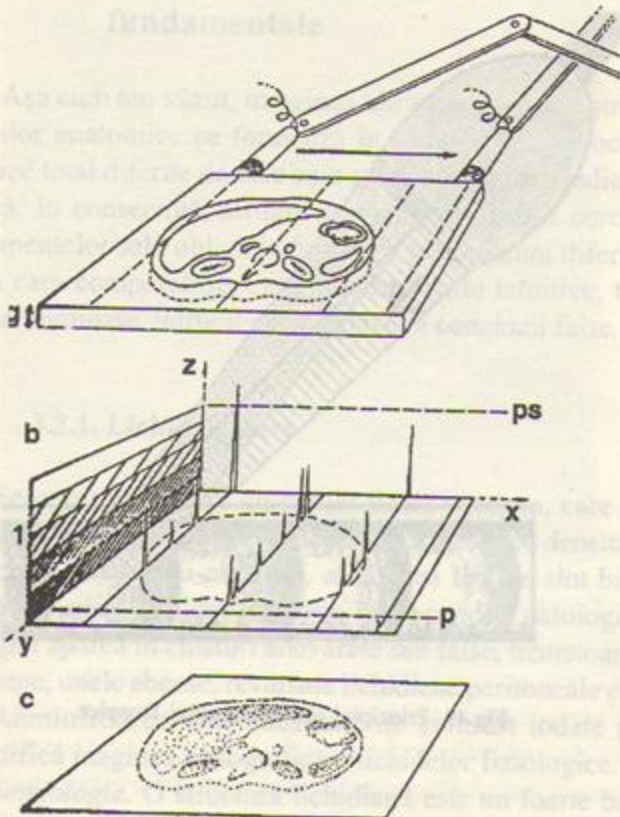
Principiul modului B. a. Baleiaj manual într-un plan, sonda fiind menținută de un pantograf. Grosimea  $g$  a planului de secțiune depinde de diametrul fascicului. b. Tratarea informațiilor obținute. Pe axul X, poziția sondei, dată de pantograf; pe axul Z, intensitatea ecourilor succesive, provenind din aceeași poziție a sondei; pe axul Y, poziția ecourilor în raport cu sonda. Fiecărui ecou  $i$  se atribuie, în funcție de amplitudinea lui (axul Z), o intensitate luminoasă mergând de la negru la alb, prin intermediul unei scări de gri-uri (1). P – pragul de detecție (semnalul cel mai slab, tonul cel mai închis); PS – pragul de saturație (semnalul cel mai puternic, tonul cel mai deschis). c. Imagine statică memorizată, reproducând forma și structura țesuturilor traversate (secțiune echotomografică).
